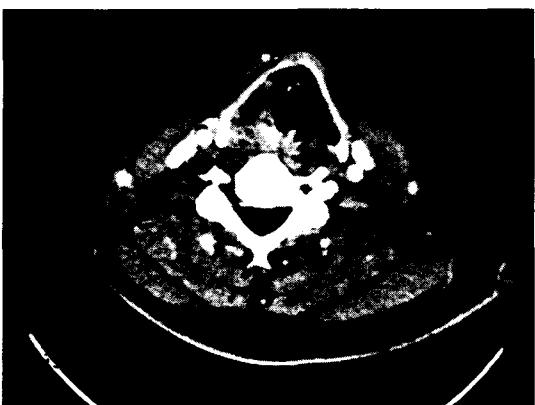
Preoperative axial computerized tomographic scan of supraglottic region of case 1. Ill-defined, irregular enhanced, inhomogeneous mass shadow was noted on right supraglottic region.
